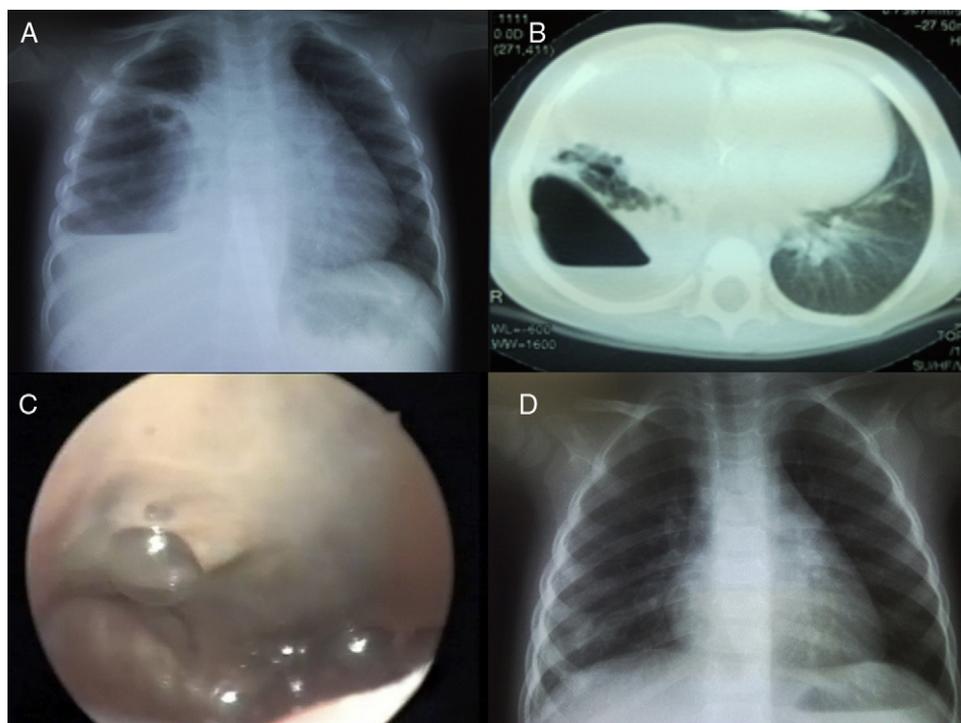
A) Radiografía de tórax en la que se observa una cavidad con nivel hidroaéreo en su interior en hemitórax derecho. B) La TAC preoperatoria muestra lesión compatible con neumonía necrosante abscesificada de lóbulo inferior derecho. C) Imagen intraoperatoria del absceso pulmonar; nótese el aspecto verdoso del parénquima y las burbujas de aire a su alrededor causadas por la FBP. D) Control radiológico a los 2 meses de la cirugía.
